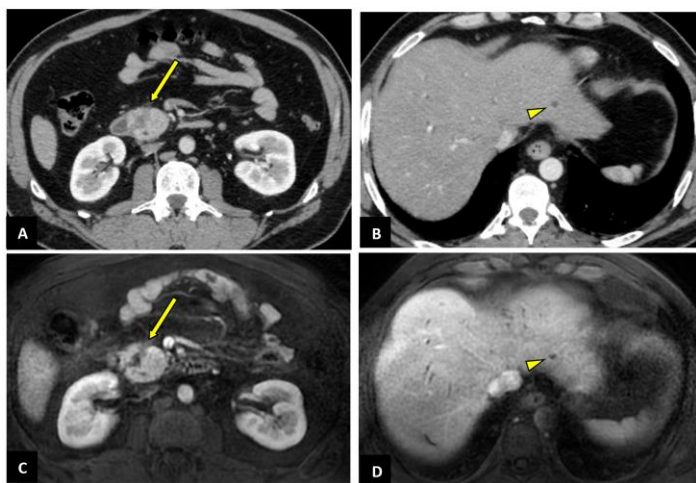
ADCP résécable (flèche) chez un homme de 52 ans opéré. La TDM (A et B) et l'IRM (C et D) objectivent un petit kyste biliaire gauche (tête de flèche) mieux caractérisé à l'IRM.
